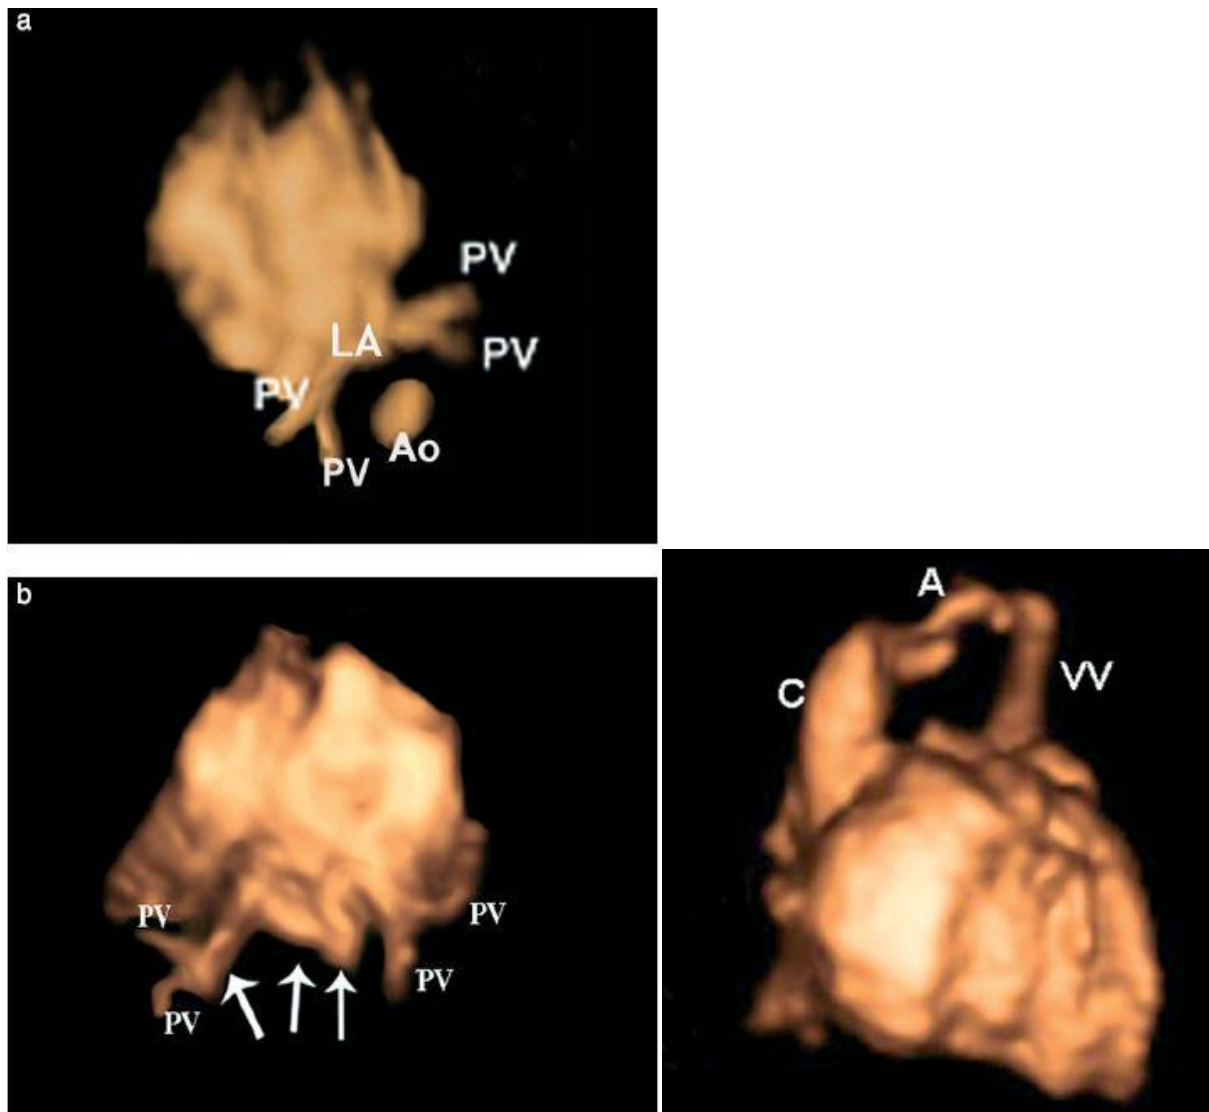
images échographiques 4D. D'après [67].
